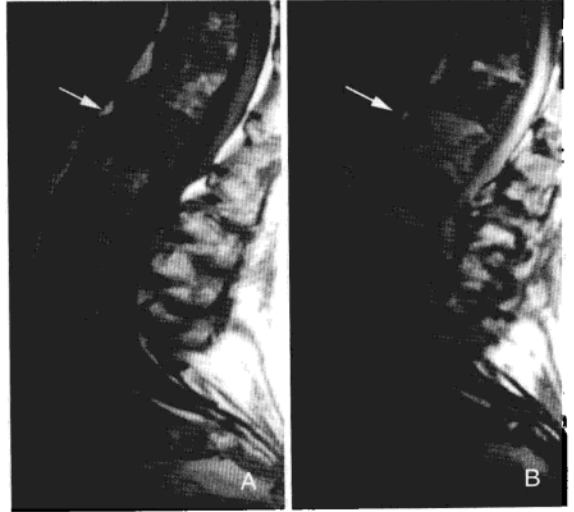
平片难以鉴别多发骨髓瘤和骨质疏松症, MRI 可显示骨髓瘤骨髓的受累, 有助于鉴别诊断
